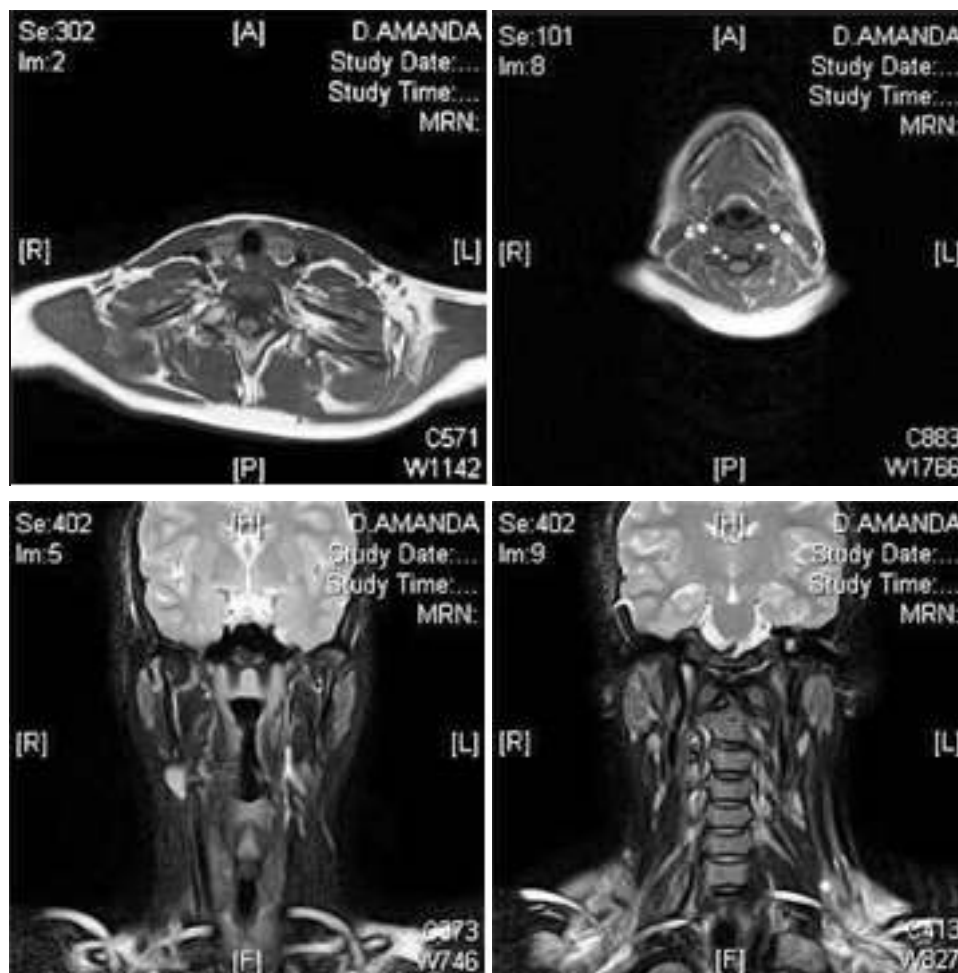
RMN Cervical: Se evidencia desaparición completa de la tumoración sin apreciarse restos de la patología precedente.
